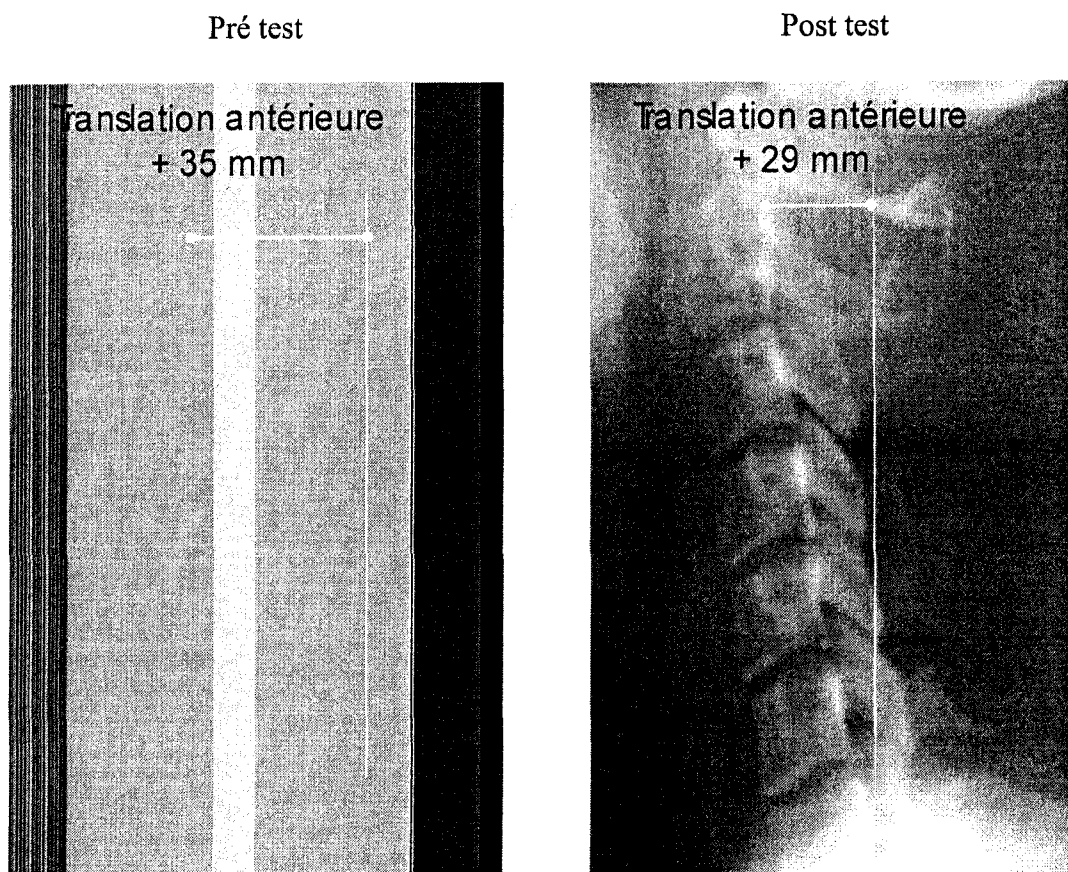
Radiographies latérales d'un sujet du groupe traitement dont la translation antérieure de la tête a diminuée.
